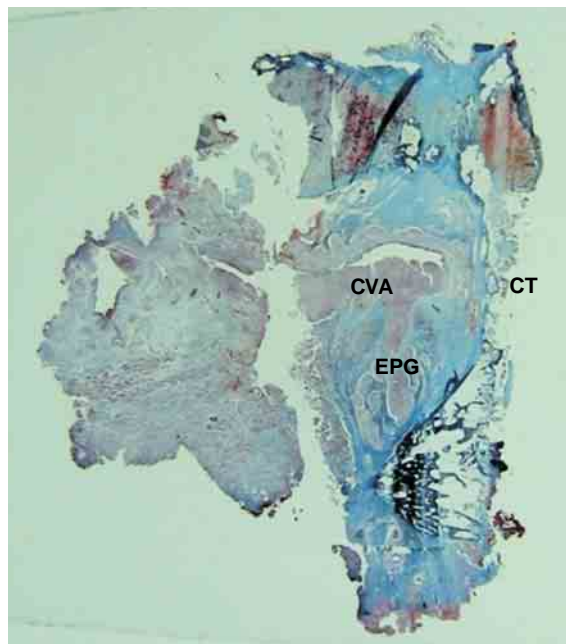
Montaje de corte histológico con tinción de Masson de pieza obtenida por laringectomía frontolateral. CT = cartílago tiroideo, CVA = cuerda vocal afectada, EPG = espacio paraglótico.
